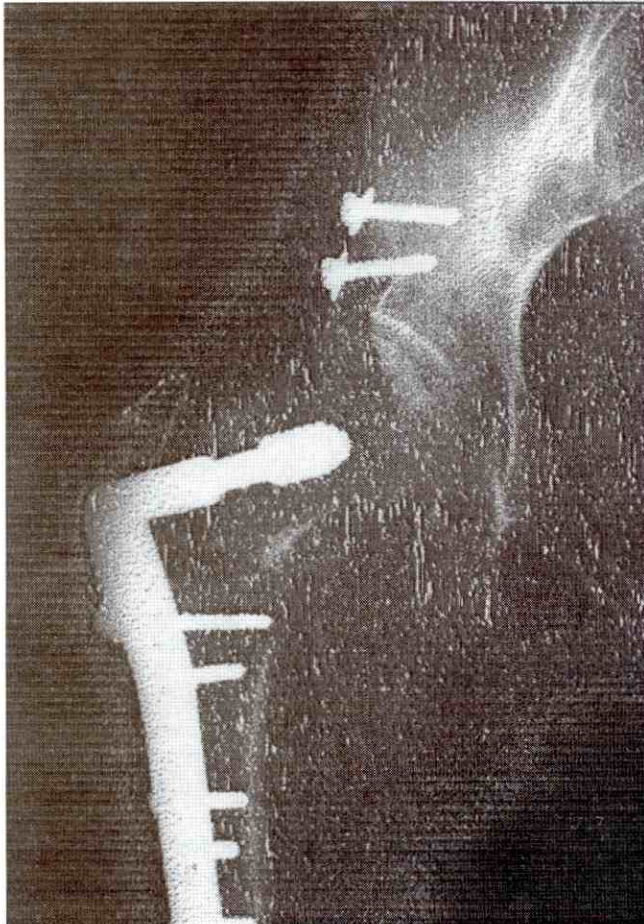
Radiografía postoperatoria.
